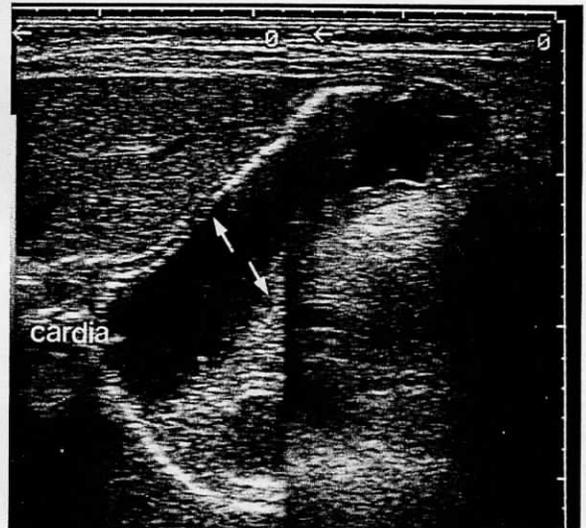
軽度進行の Borrmann 4型胃癌 胃体部を中心とするスキルス胃癌であるが、進行が軽度のためにX線でははっきりしない。しかし、超音波では噴門(cardia)から下3cmまでの浸潤と診断することができる。
